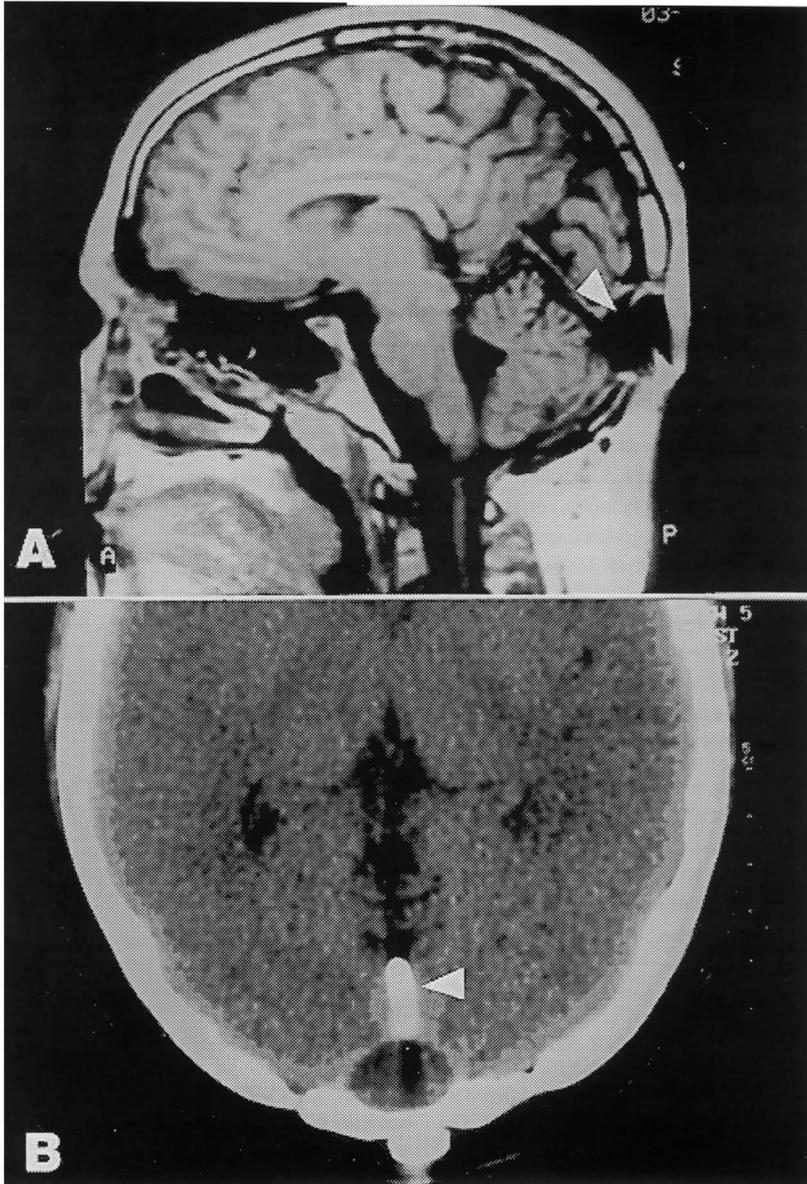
Em A, RM mostrando cisto de dimensões menores que aquele visto na Fig 1. Em B, TC mostrando extremidade do catéter proximal no interior do parênquima cerebral.
